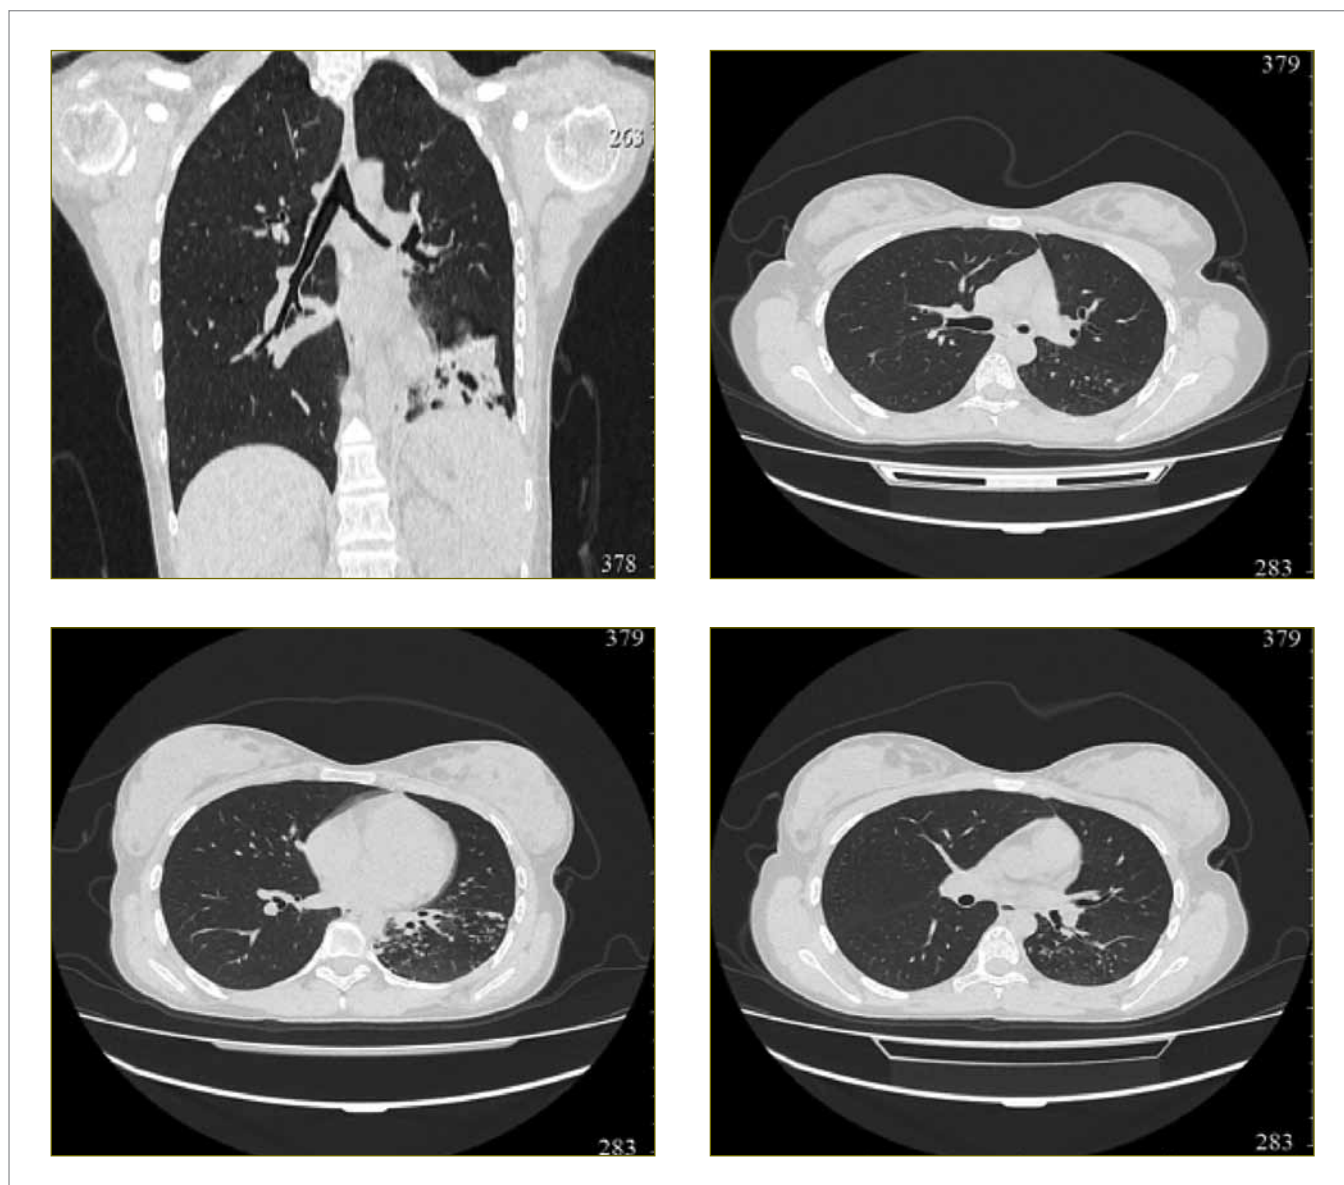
КТ ОГК пациентки А. от 23.12.2019 г. – после завершения курса баллонной дилатации (описание – в тексте)
